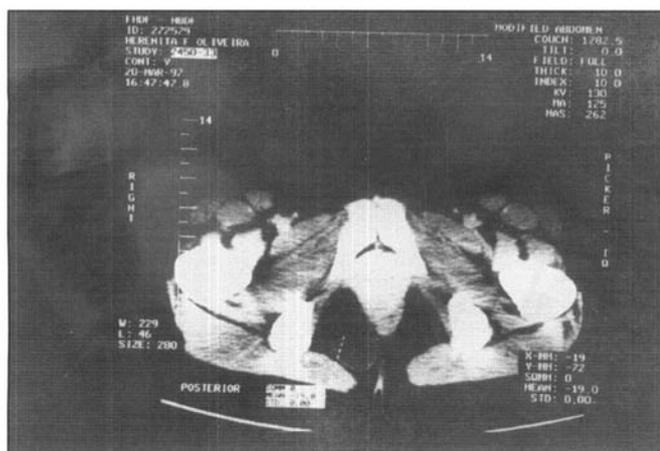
Tomografia computadorizada realizada no caso 5 mostrando lesão cística.
